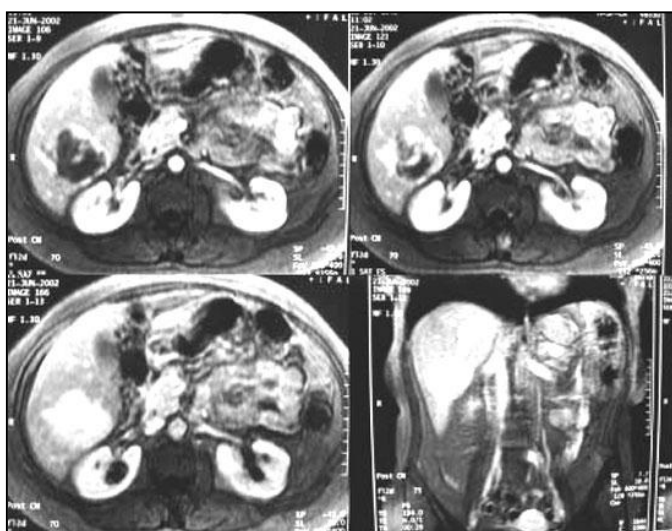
TAC abdominal que muestra el clásico llenado de los hemangiomas hepáticos.
